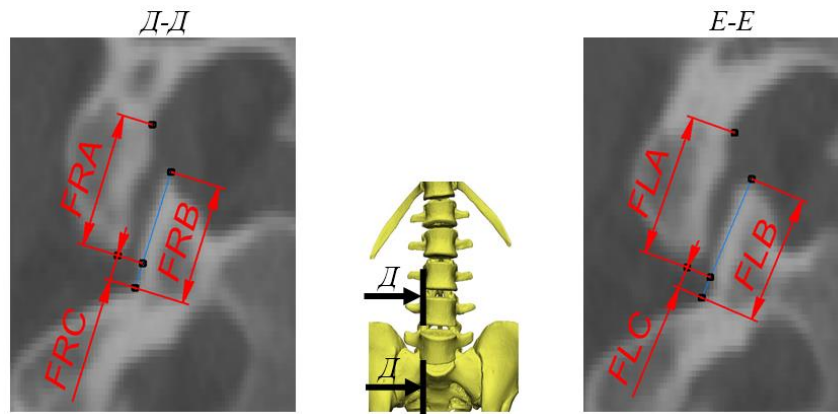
Слева – КТ срез правого фасеточного сустава, вид справа; по центру – вид на поясницу спереди; справа – КТ срез левого фасеточного сустава, вид справа
